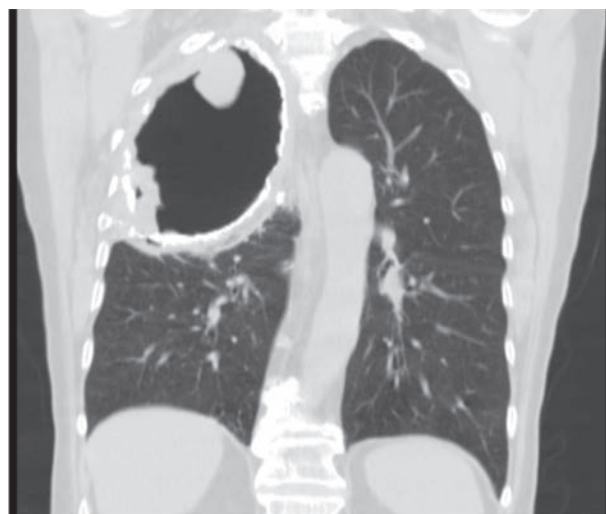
КТ грудной полости, коронарная плоскость. Олеоторакс.
